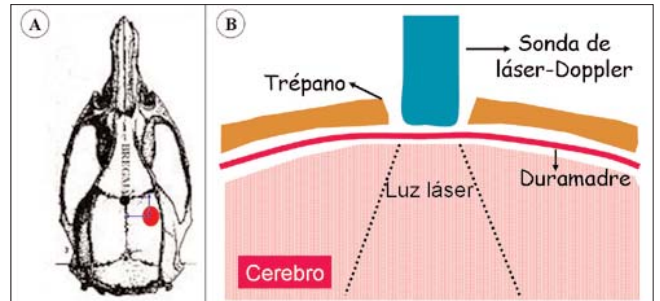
Monitorización del flujo sanguíneo cortical mediante una sonda de láser Doppler: a) Una vez colocada la rata en el marco estereotáxico, se realiza una craneotomía de unos 2,5 mm de diámetro, 5 mm lateral y 3-4 mm posterior con respecto al bregma. b) La sonda de láser Doppler se coloca sobre la duramadre intacta en una zona carente de vasos grandes. Se recomienda irrigar continuamente con suero salino para evitar artefactos en la medición del flujo sanguíneo.
